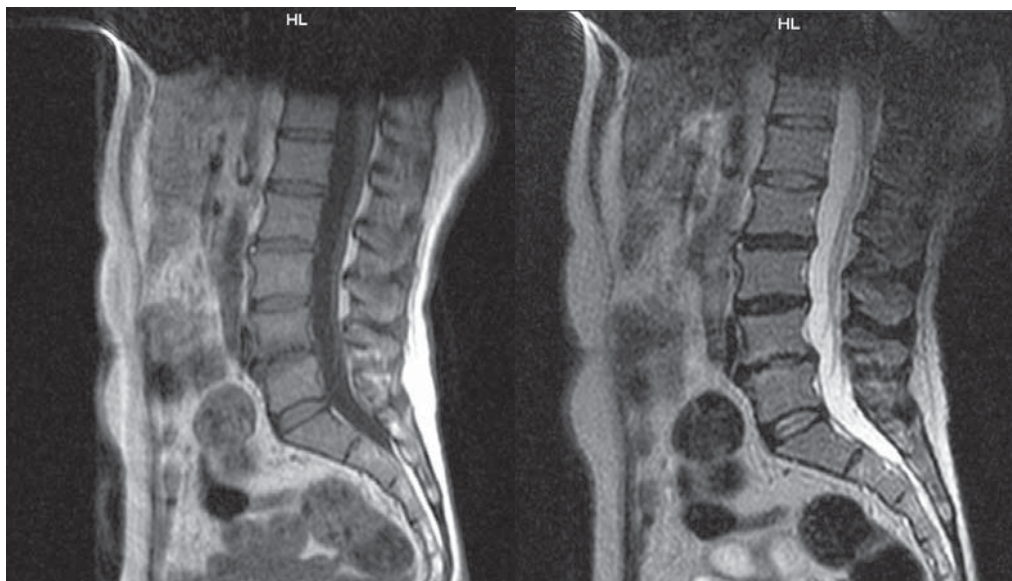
RMN lombar. A - regim T1, zone de edem hipointense la nivelul L4-L5. B - regim T2, hiperintensitatea discului intervertebral L4-L5, eroziunile laminei terminale vertebrale la nivelul L4-L5, hiperintensitatea vertebrală L4-L5. C - protruzii discale L2-L3-L4-L5
